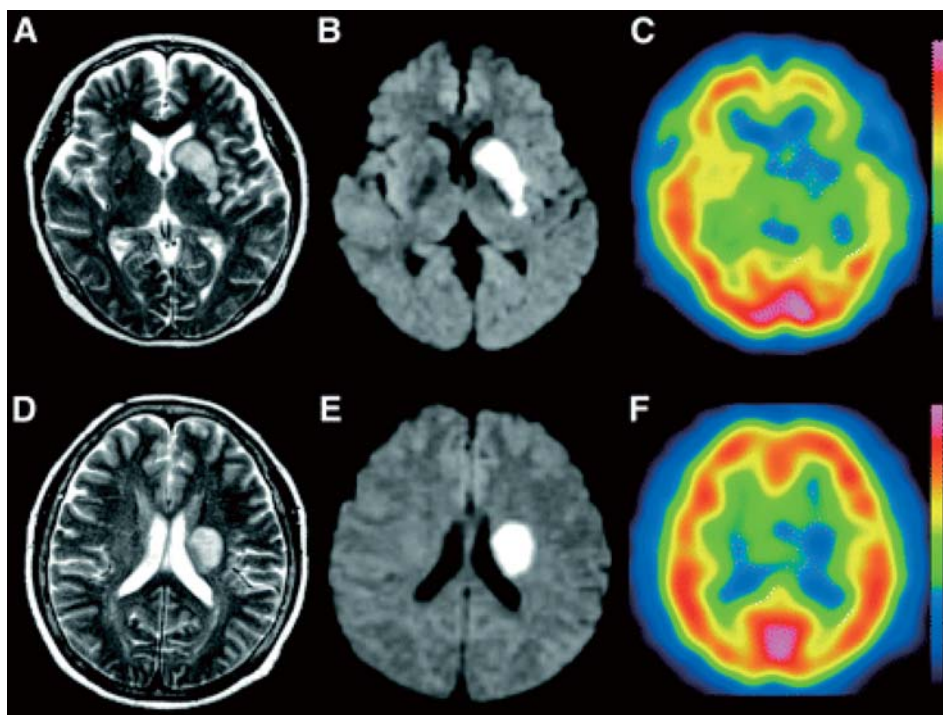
線条体内包梗塞の T2 強調画像, 拡散強調画像, SPECT 画像<sup>37)</sup>
